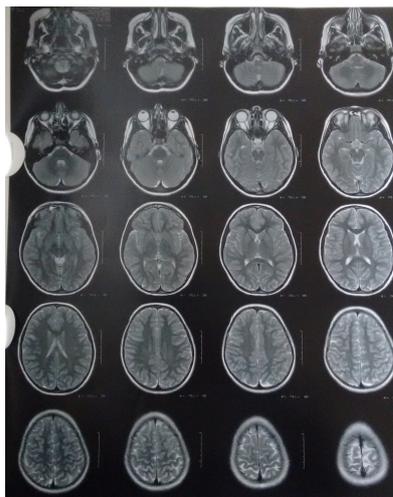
Exemplo de um exame por tomografia de crânio.
